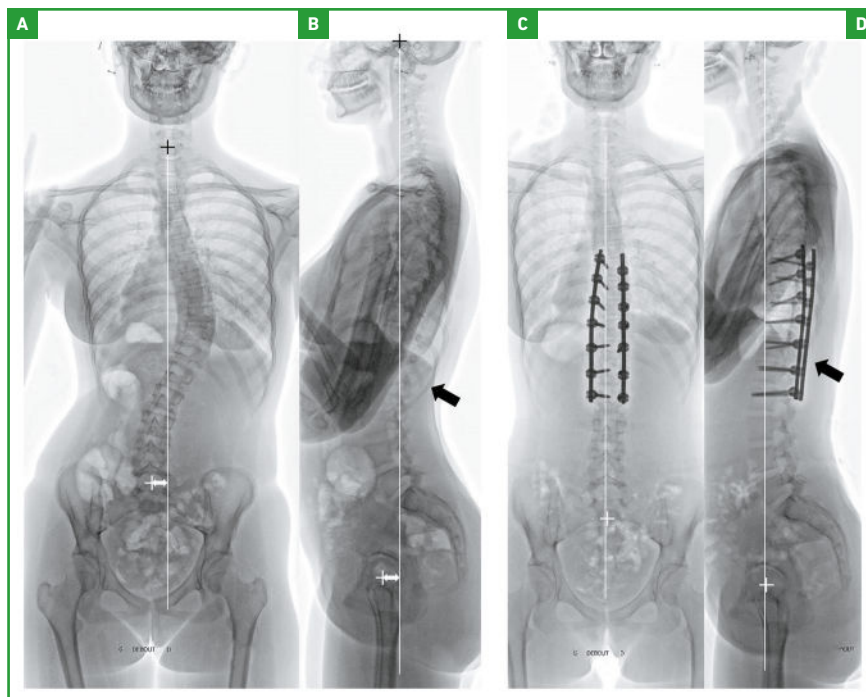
Exemple de prise d'une SIA sévère par fusion postérieure segmentaire T8-L2 tout vis. Fille de 13 ans et 4 mois, réglée depuis 10 mois. A : Radiographie de face avec déséquilibre frontal (gîte frontale – flèche blanche). B : Radiographie de profil avec hypocyphose thoracique et tendance au déséquilibre postérieur. Importante gibbosité thoracique droite basse (flèche noire). À 1 an postopératoire. C : Radiographie de face avec correction des courbures et du déséquilibre frontal. D : Radiographie de profil avec correction du déséquilibre postérieur et net effacement de la gibbosité (flèche noire).
